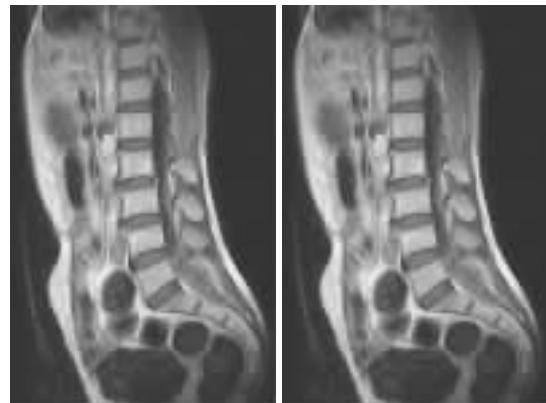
MRI 示 L4~S2 椎管内纵行等 T1、等 T2 不均匀信号
